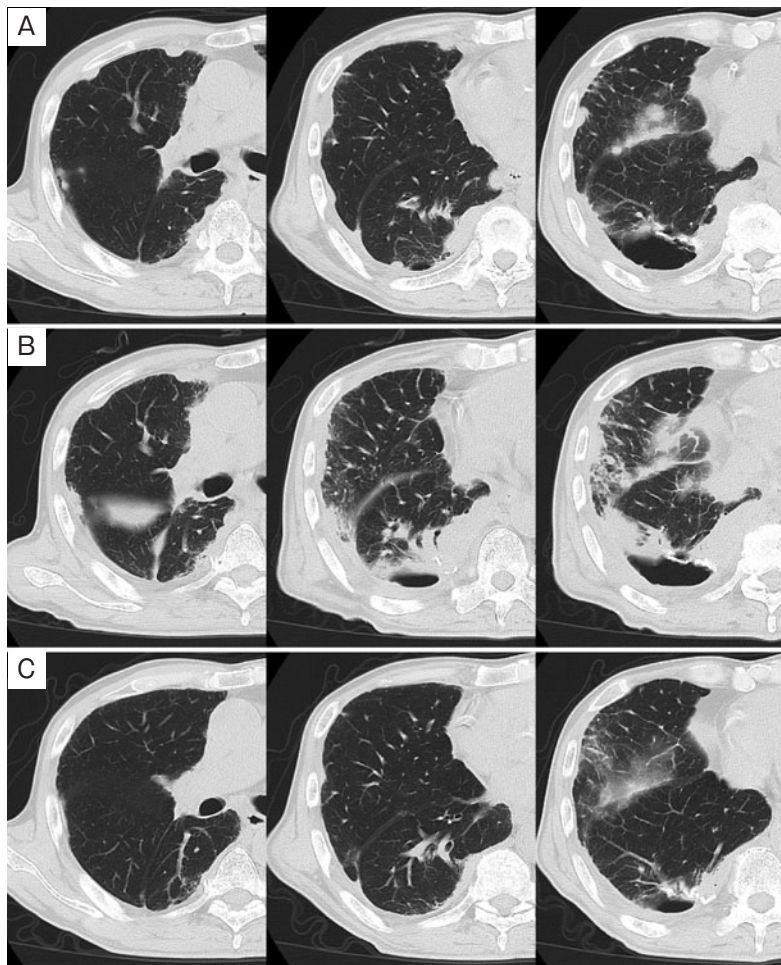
CT所見の推移。(A) ペムプロリズマブ投与前、(B) 2回投与後、(C) 4回投与後。右下葉S⁹の原発腫瘍は切除後、ペムプロリズマブ投与後に右胸膜多発結節の一過性増大を認めたが、その後縮小した。
